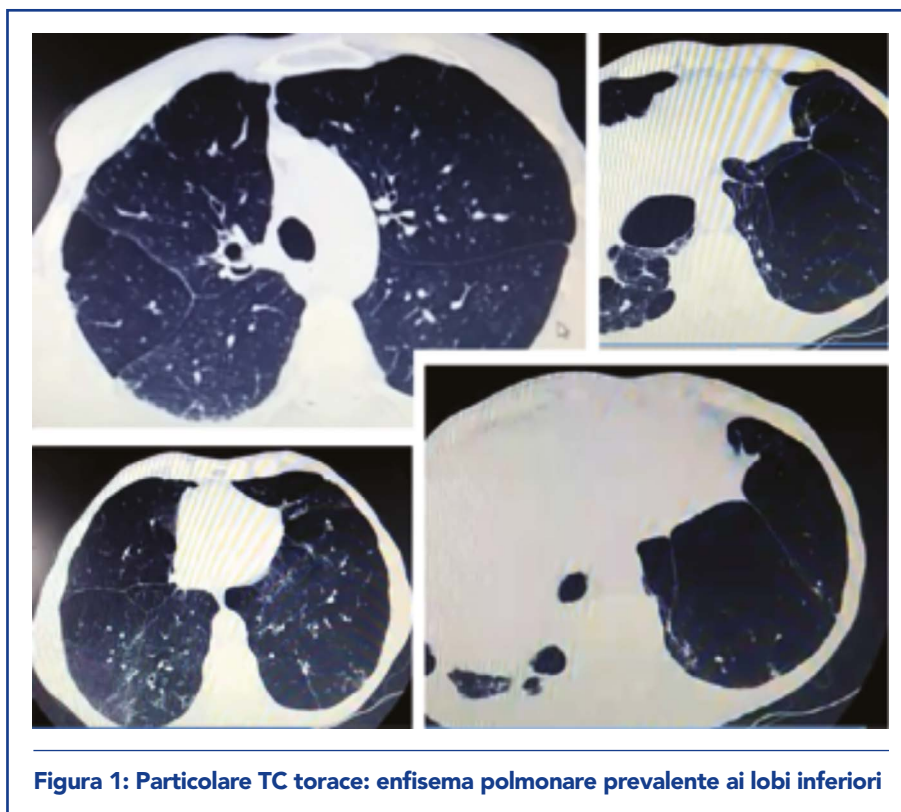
Particolare TC torace: enfisema polmonare prevalente ai lobi inferiori
